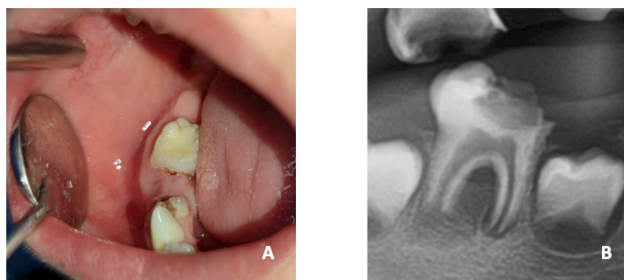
intraoral and radiographic image of the right mandibular first molar before treatment.
